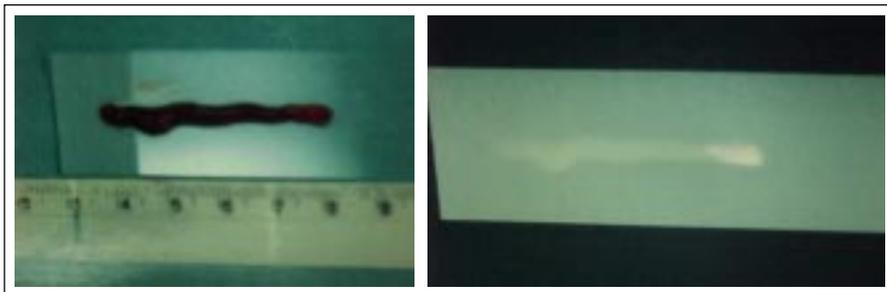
Cilindro ósseo retirado na biópsia por agulha de Jamishidi e radiografia deste cilindro com tecido calcificado na extremidade da direita
